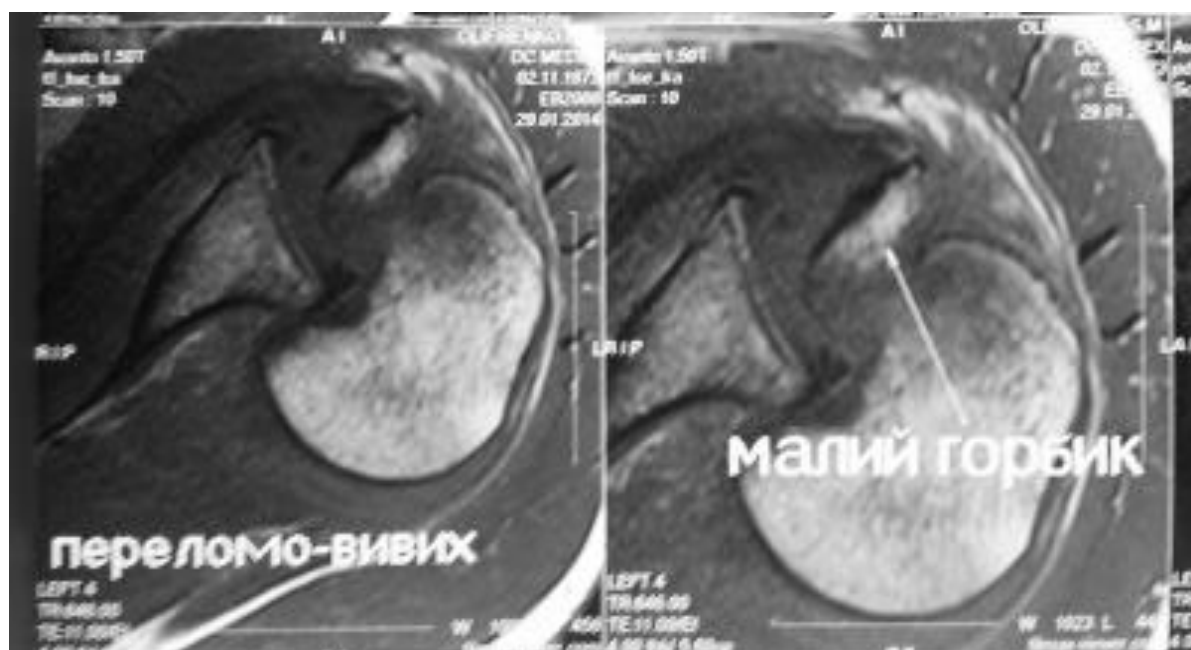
МРТ картина, коронарна проекція.
